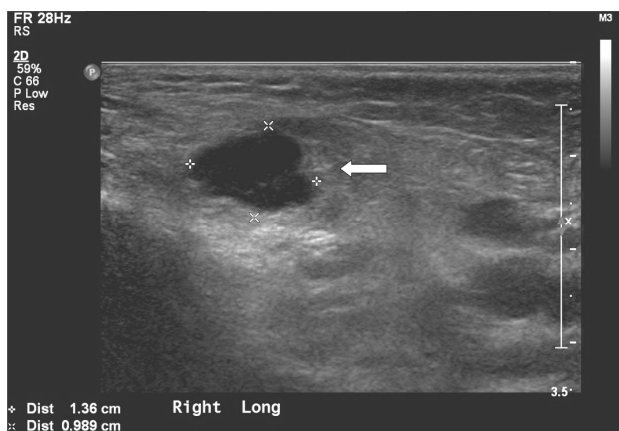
Ultrasonography revealed right parotitis with multiple lymph nodes enlargement and necrotic lymph node (arrow).
